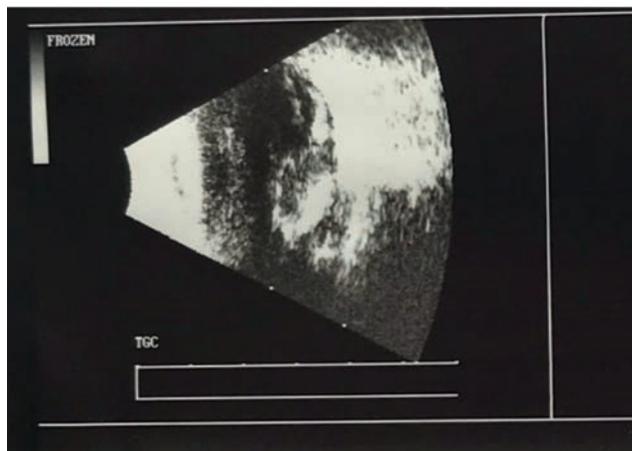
УЗИ левого глаза. В заднем полюсе глазного яблока – гиперэхогенное включение (иностранное тело)
